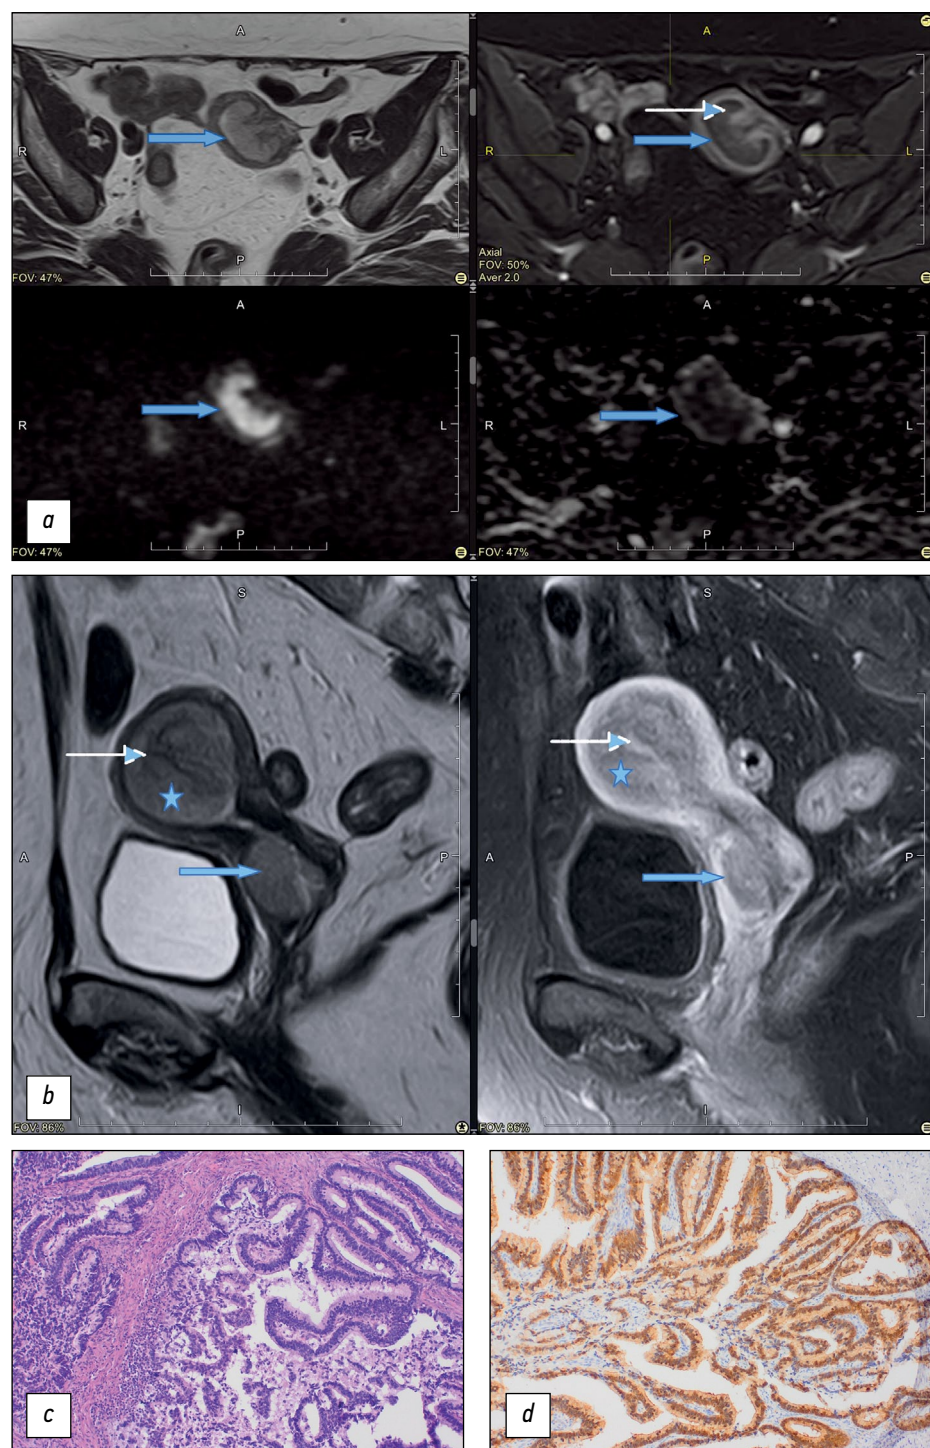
Рак шейки матки IIA стадии (T2aNoMo), умереннодифференцированная аденокарцинома, присутствует лимфоваскулярная инвазия. Магнитно-резонансная томография малого таза, опухоль в шейке матки и очаг отсева в эндометрий:
